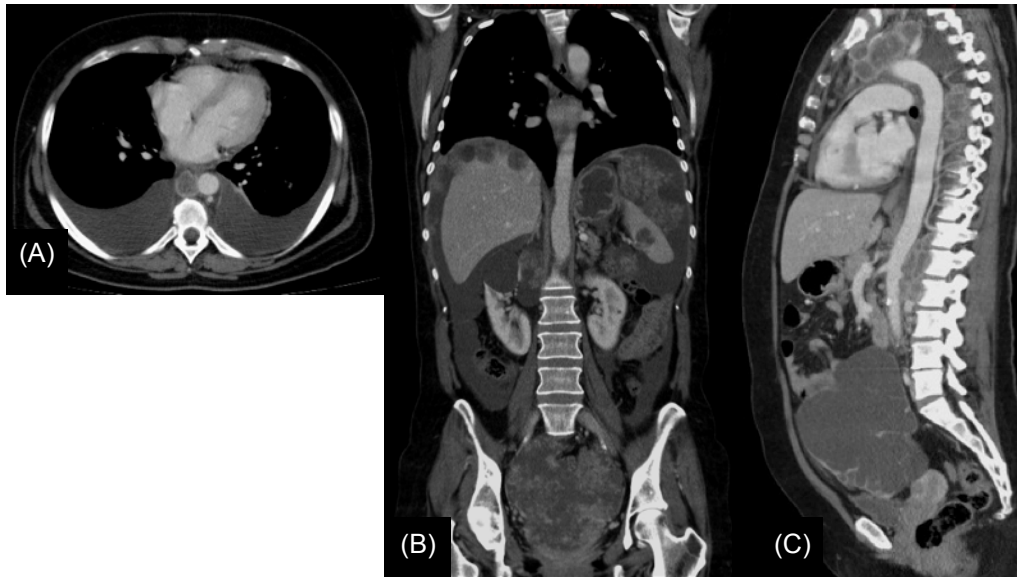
Estudio de TC en pacientes con cáncer de ovario Estadio FIGO III y IV. (A) Corte axial que muestra derrame pleural bilateral sin nódulos. (B) Reconstrucción coronal, enfermedad peritoneal difusa con implantes subcapsulares hepáticos, metástasis esplénica, implantes en el omento mayor y pelvis. (C) Reconstrucción sagital, muestra una voluminosa masa quística anexial con adenopatías retroperitoneales y mediastínicas.
